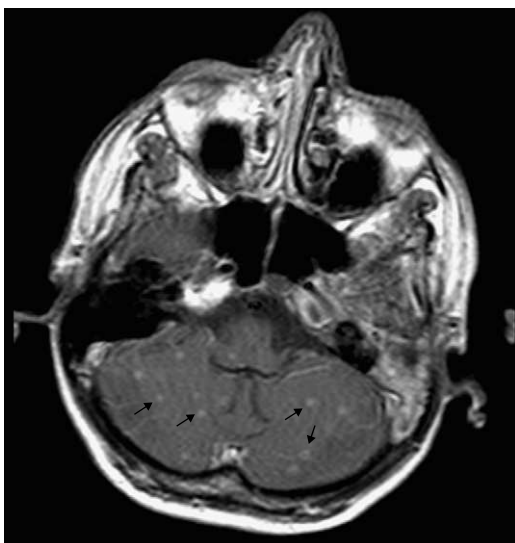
Resonancia magnética cerebral que muestra la presencia de múltiples lesiones nodulares infracentrímetricas infratentoriales en parénquima cerebral, isointensas y con realce en anillo tras la administración de contraste (flechas negras), sin signos de meningitis.
